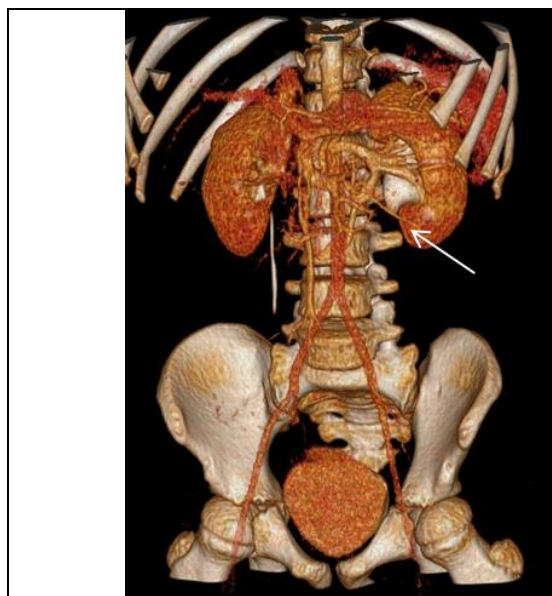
Ребенок С.: 3D КТ-реконструкция сосудов и собирательной системы почек полученная методом «дополнительного контрастирования». Стрелкой указан добавочный нижнеполярный сосуд левой почки.
